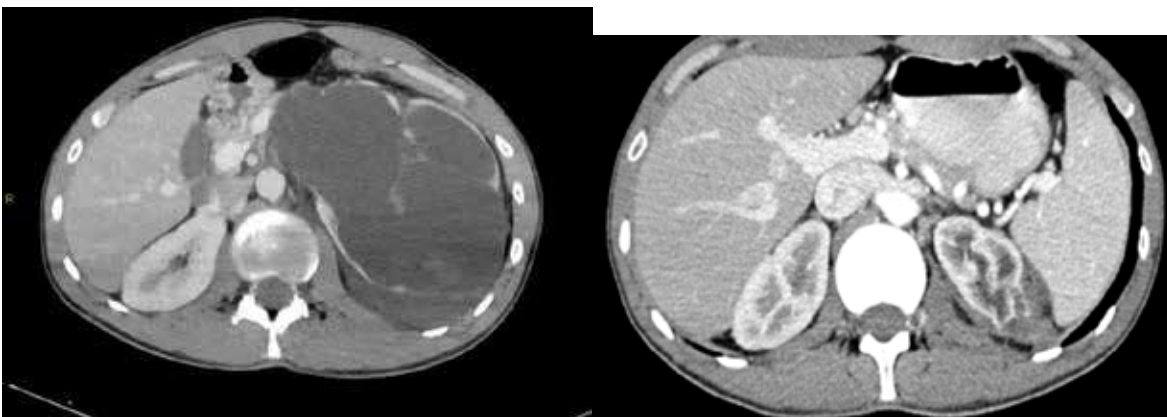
Abdominal CT Image Before And After Nephrostomy
